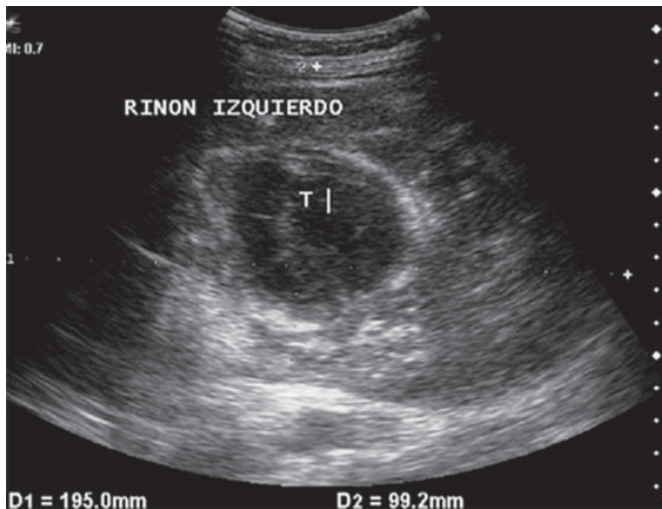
USG abdominal: Al corte longitudinal se muestra una masa renal izquierda heterogénea con imagen hipoeoica central que corresponde a un componente hemorrágico.
